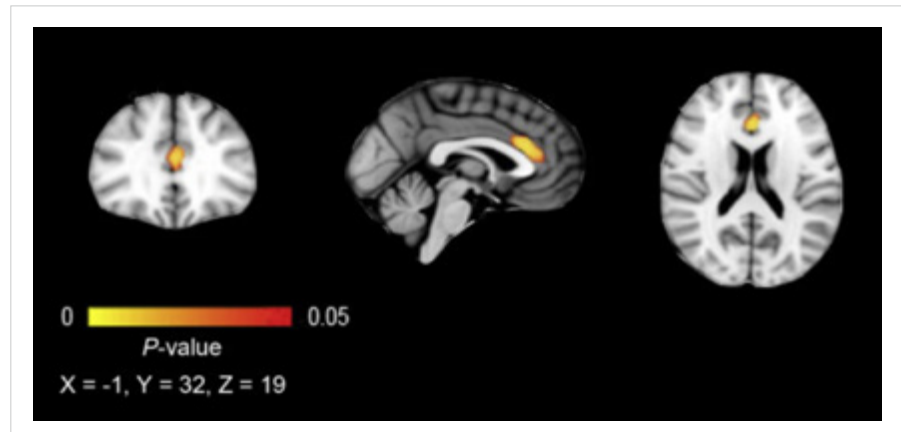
아동기 성학대로 인한 뇌실질 감소를 나타내는 뇌 MRI 영상
